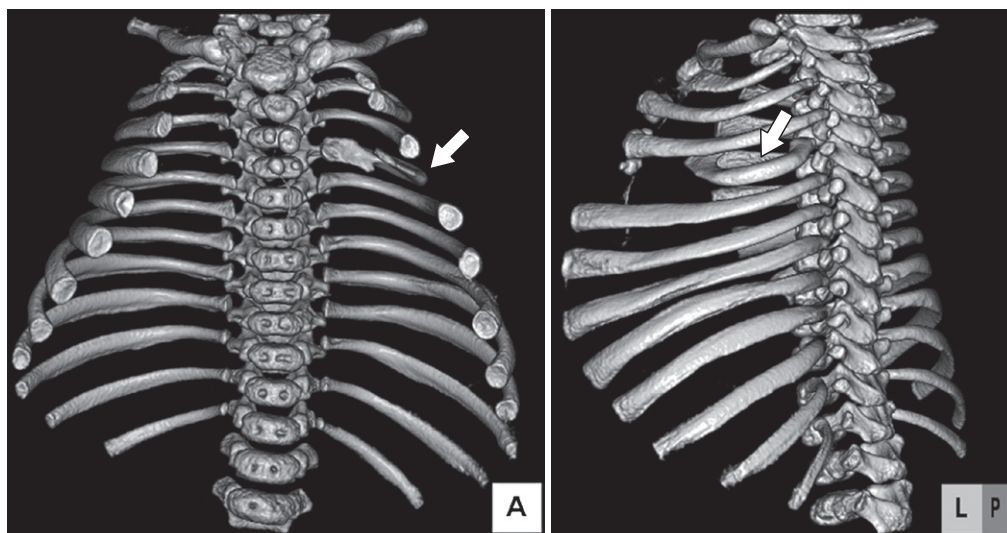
ヘリカルCTスキャンによる3D再構成
